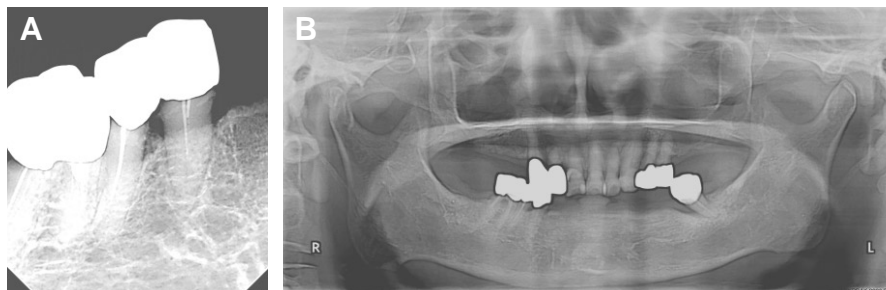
Radiograph on first visit. (A) Periapical view of mandibular right premolars, (B) Panoramic view.
